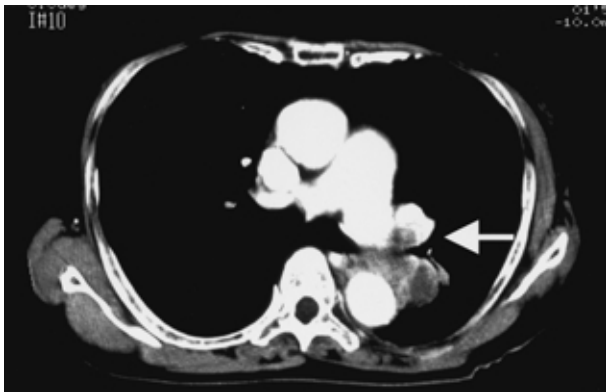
Chest CT scan on the second admission showing the recurrent tumor with invasion into the trunk of the left pulmonary artery (arrow)
